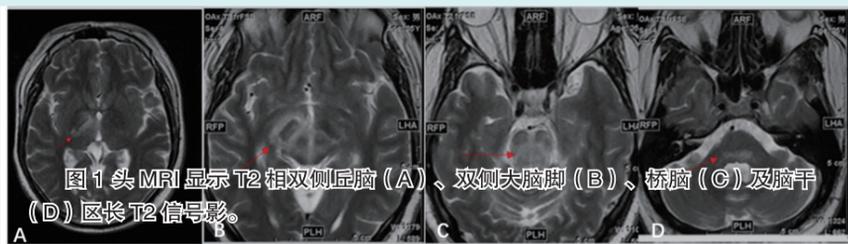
头MRI显示T2相双侧丘脑(A)、双侧大脑脚(B)、桥脑(C)及脑干(D)区长T2信号影。
